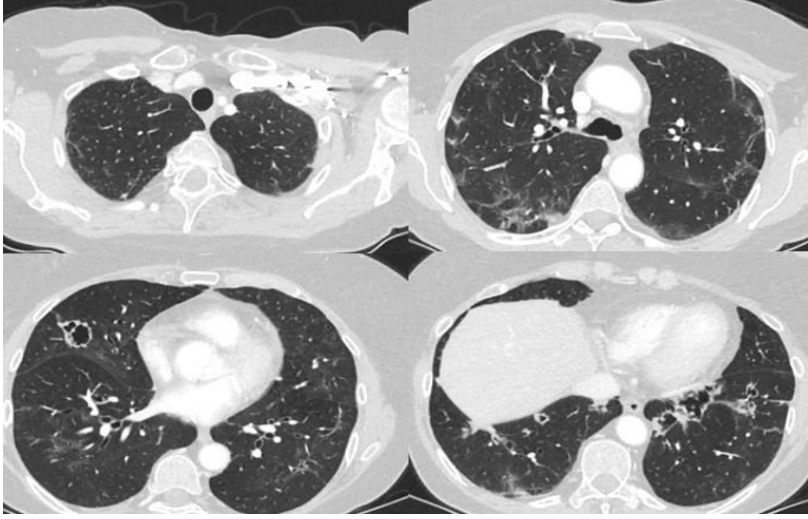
Toraks BT. Bilateral ağırlıklı olarak periferik yerleşimli, multifokal dağılımlı buzlu-cam konsolidasyon alanları ve eşlik eden bant şeklinde lineer dansiteler ve her iki alt lobda ve orta lobda kaviter nodüller
